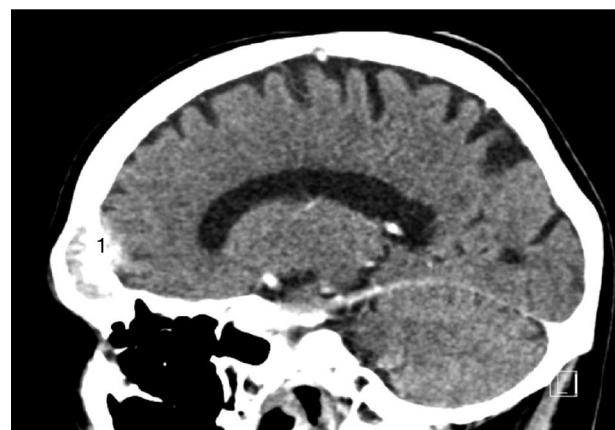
Imagens de TC mostram lesão frontal grande com penetração óssea (1).
